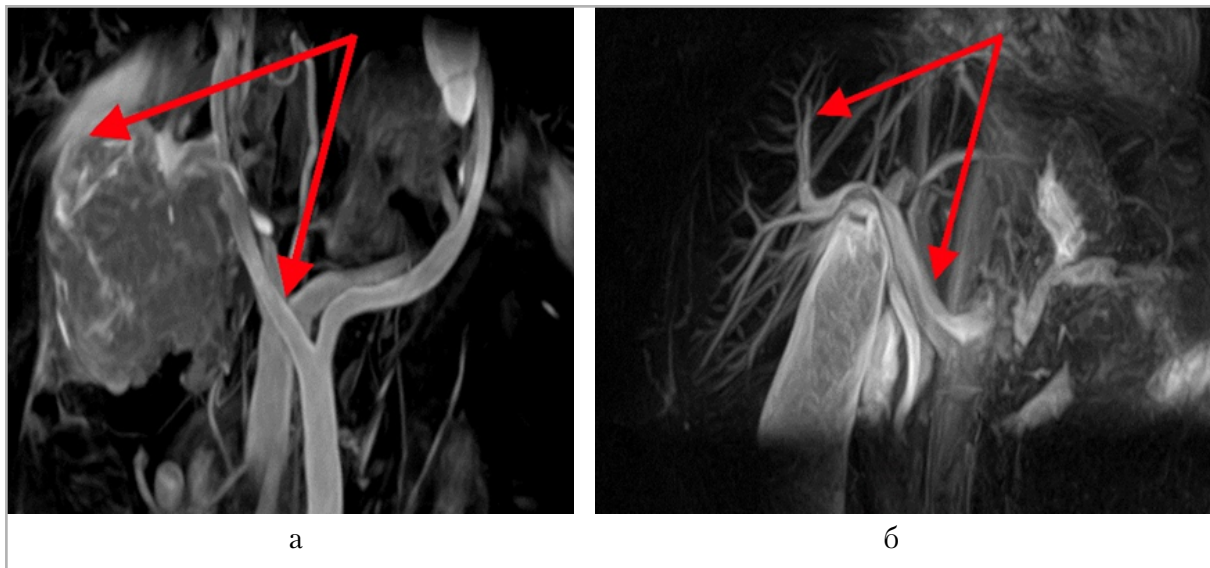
МР-томография печени, T-SLIP венозного и артериального русла печени, 3D-изображения: *а* — вариант нормы. Четко прослеживаются венозное русло; *б* — цирроз печени класс А по Чайлд — Пью. Расширение воротной вены, нарушение кровотока по периферии структуры печени
